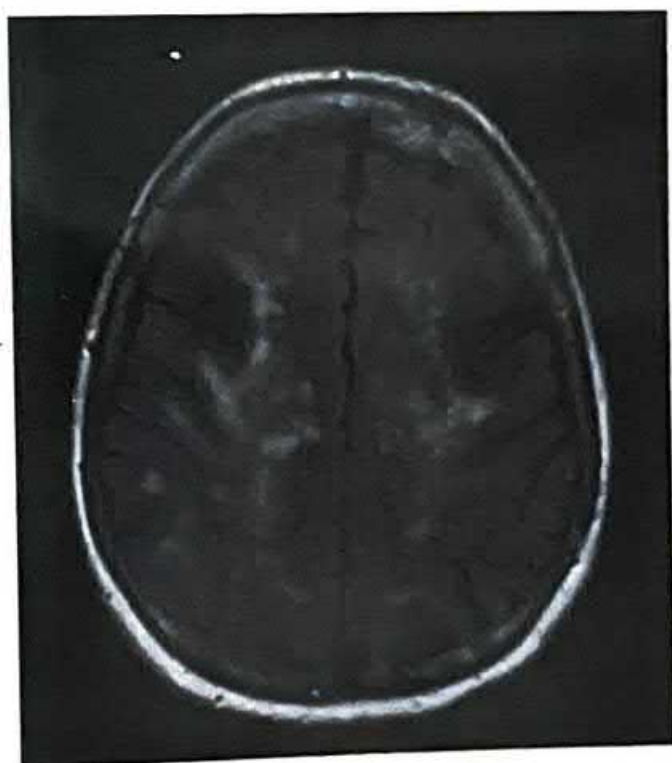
Субкортикальная сосудистая энцефалопатия вследствие поражения мелких артерий (МРТ в T2-режиме) (предоставлено Dr T. Hoffmann, Dept of Neuroradiology, Charite University Hospital, Berlin)
